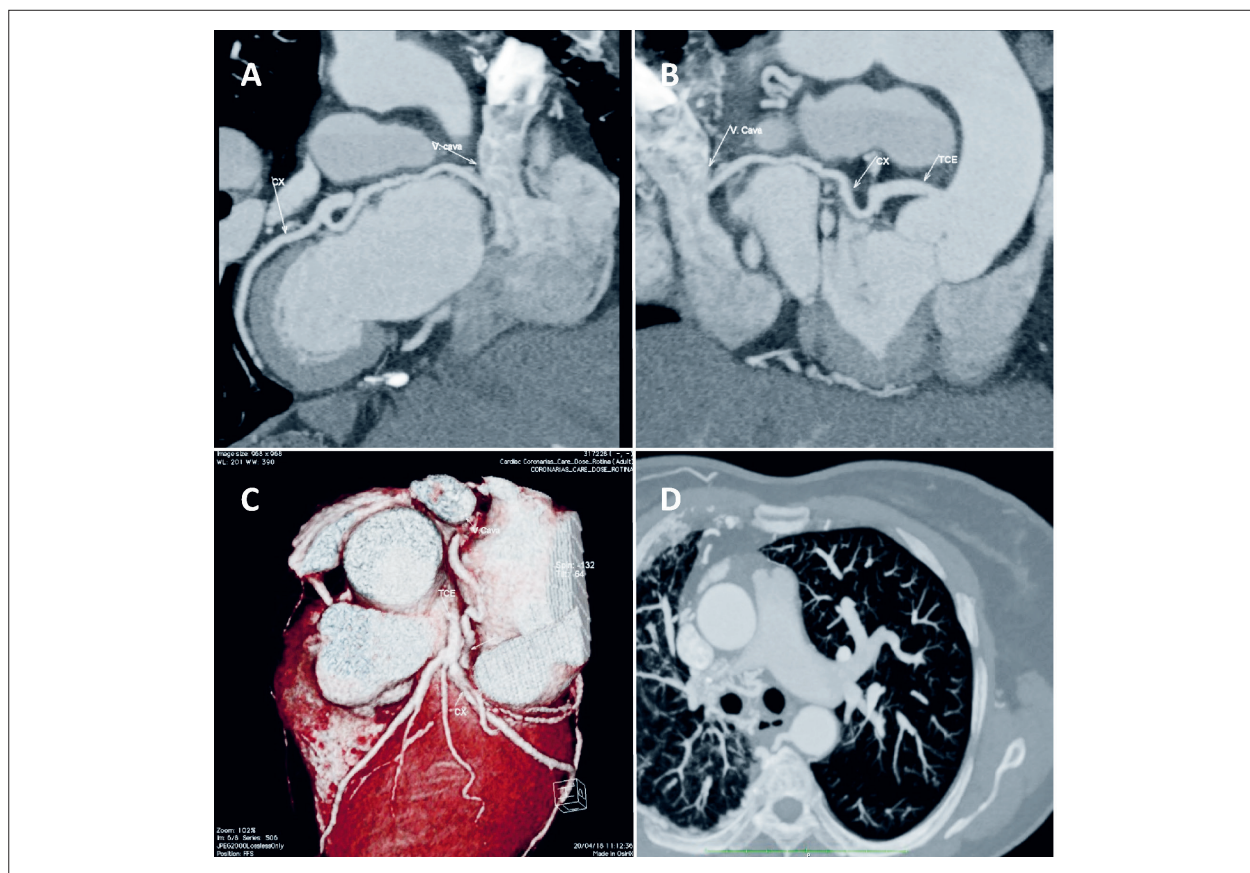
Angiotomografia de coronárias e de artéria pulmonar. (A e B) Reconstrução multiplanar mostrando trajeto da fistula circunflexa-veia cava superior. (C) Reconstrução tridimensional das artérias coronárias. (D) Corte axial ao nível da bifurcação do tronco pulmonar demonstrando a artéria pulmonar unilateral à direita.
